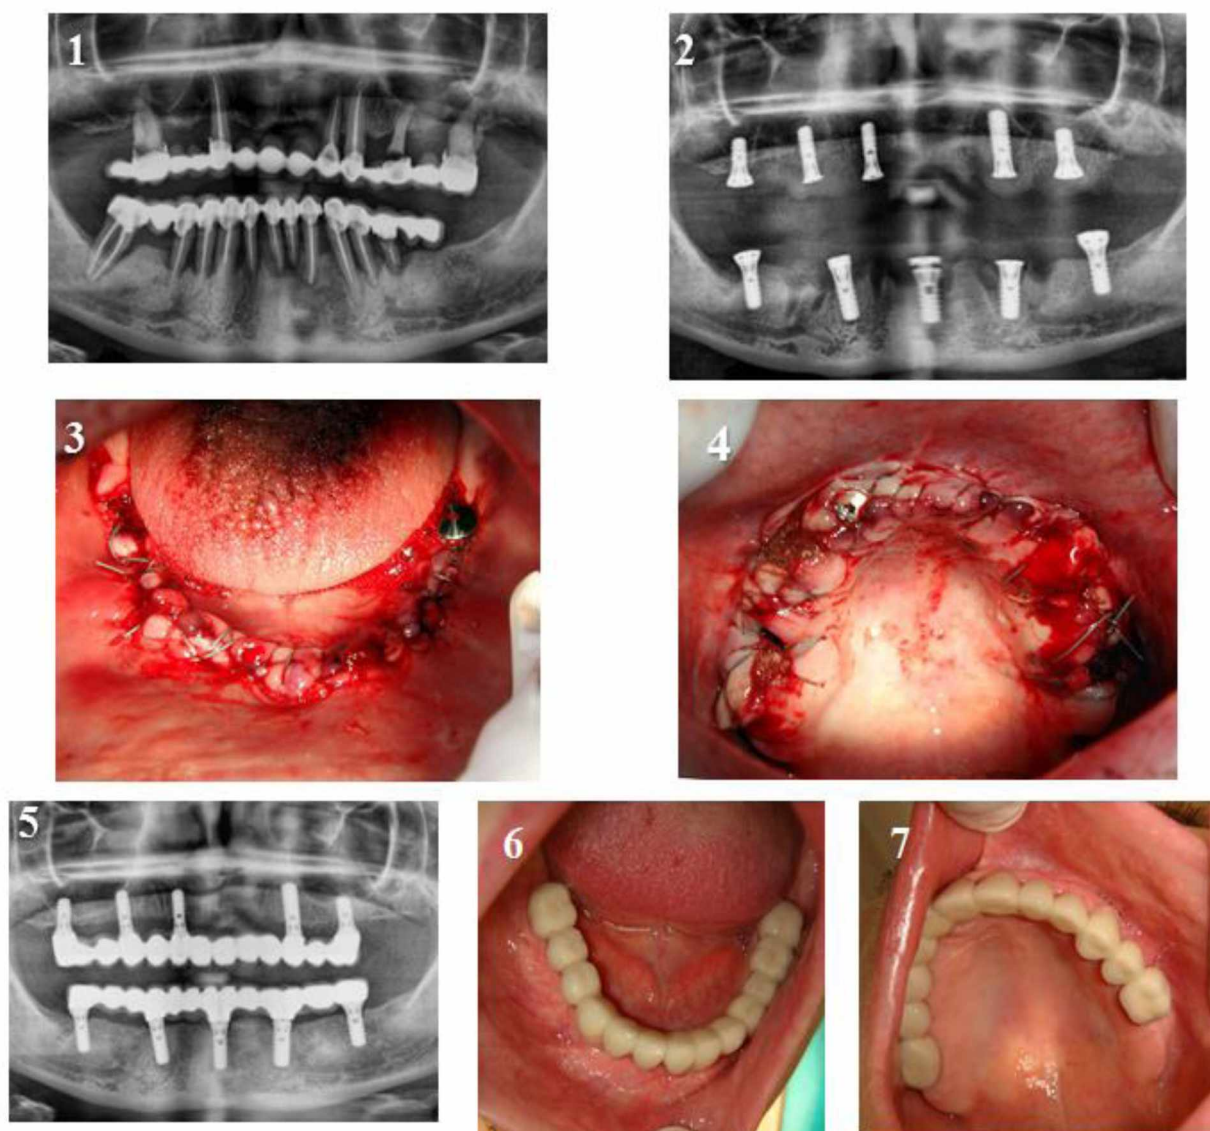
Пациент С., 42 года. Д-з: генерализованный хронический пародонтит тяжелой степени тяжести. На рисунках: ортопантомограмма до лечения (1) и после операции (2); вид в области нижней (3) и верхней (4) челюстей, непосредственно после операции; через 8 месяцев после операции (4 месяца после протезирования) (5); вид через 4 месяца после протезирования (6, 7).
